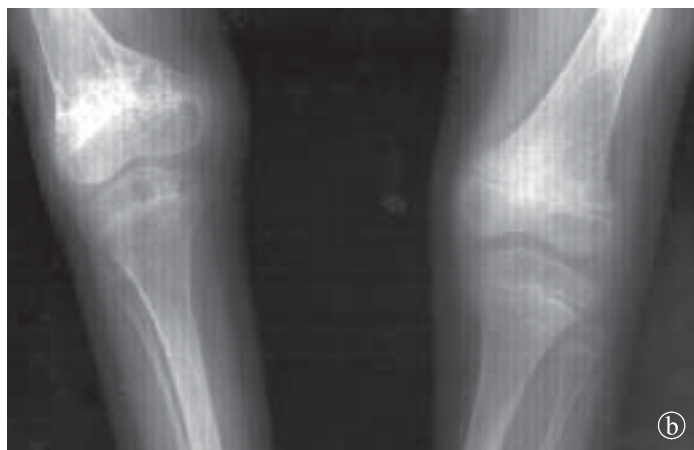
35. Osteogeneză imperfectă: Tip IV a) Radiografie genunchi comparativ, b) Radiografii gambe comparativ.
